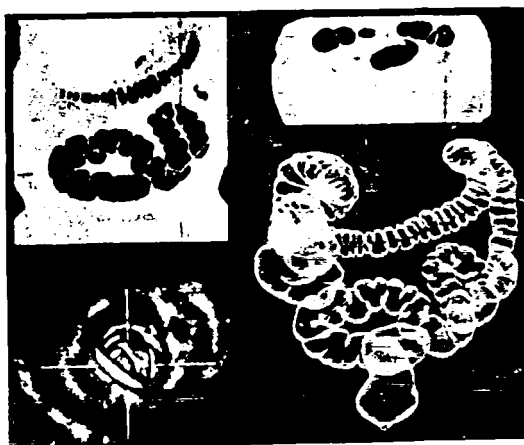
Colonoscopie virtuală. Aspect normal. Secțiuni CT bidimensionale (coronară și sagitală) și reconstrucție tridimensională.
